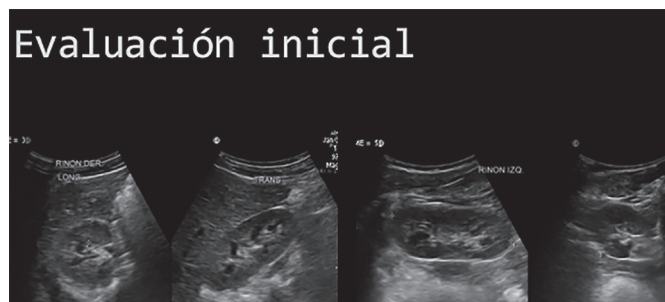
Ecografía renal normal
